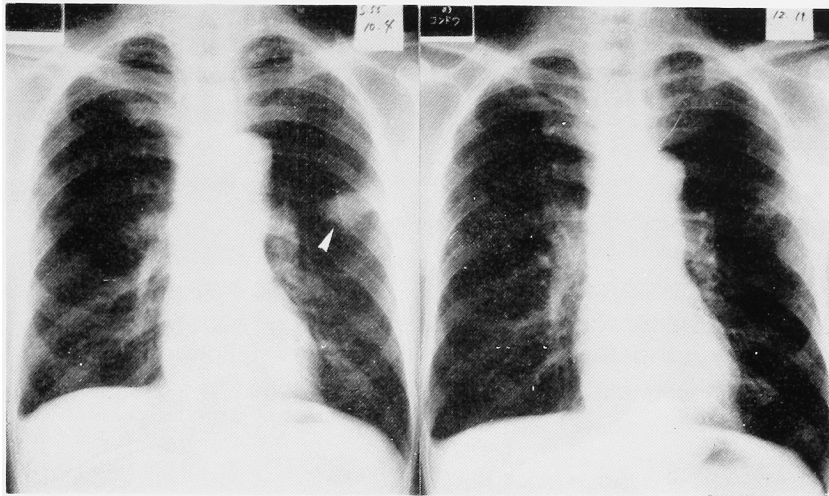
The pre- and post-chemotherapeutic views of chest X-ray films. The left is before the chemotherapy and the arrow head indicates metastatic cancer. The right is after the chemotherapy and shows the fibrotic change proved at autopsy.
